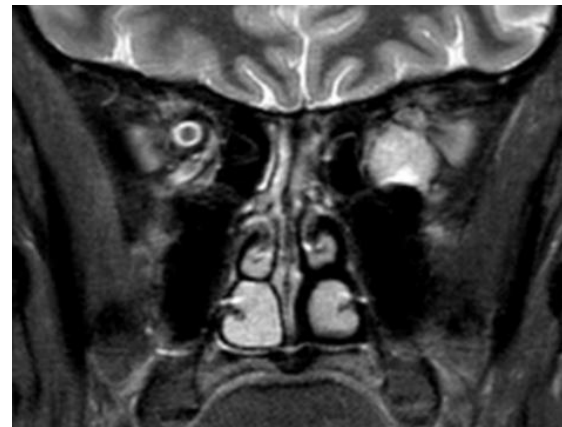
Une IRM pondérée en T2 en coupe coronale montrant un HCO gauche
